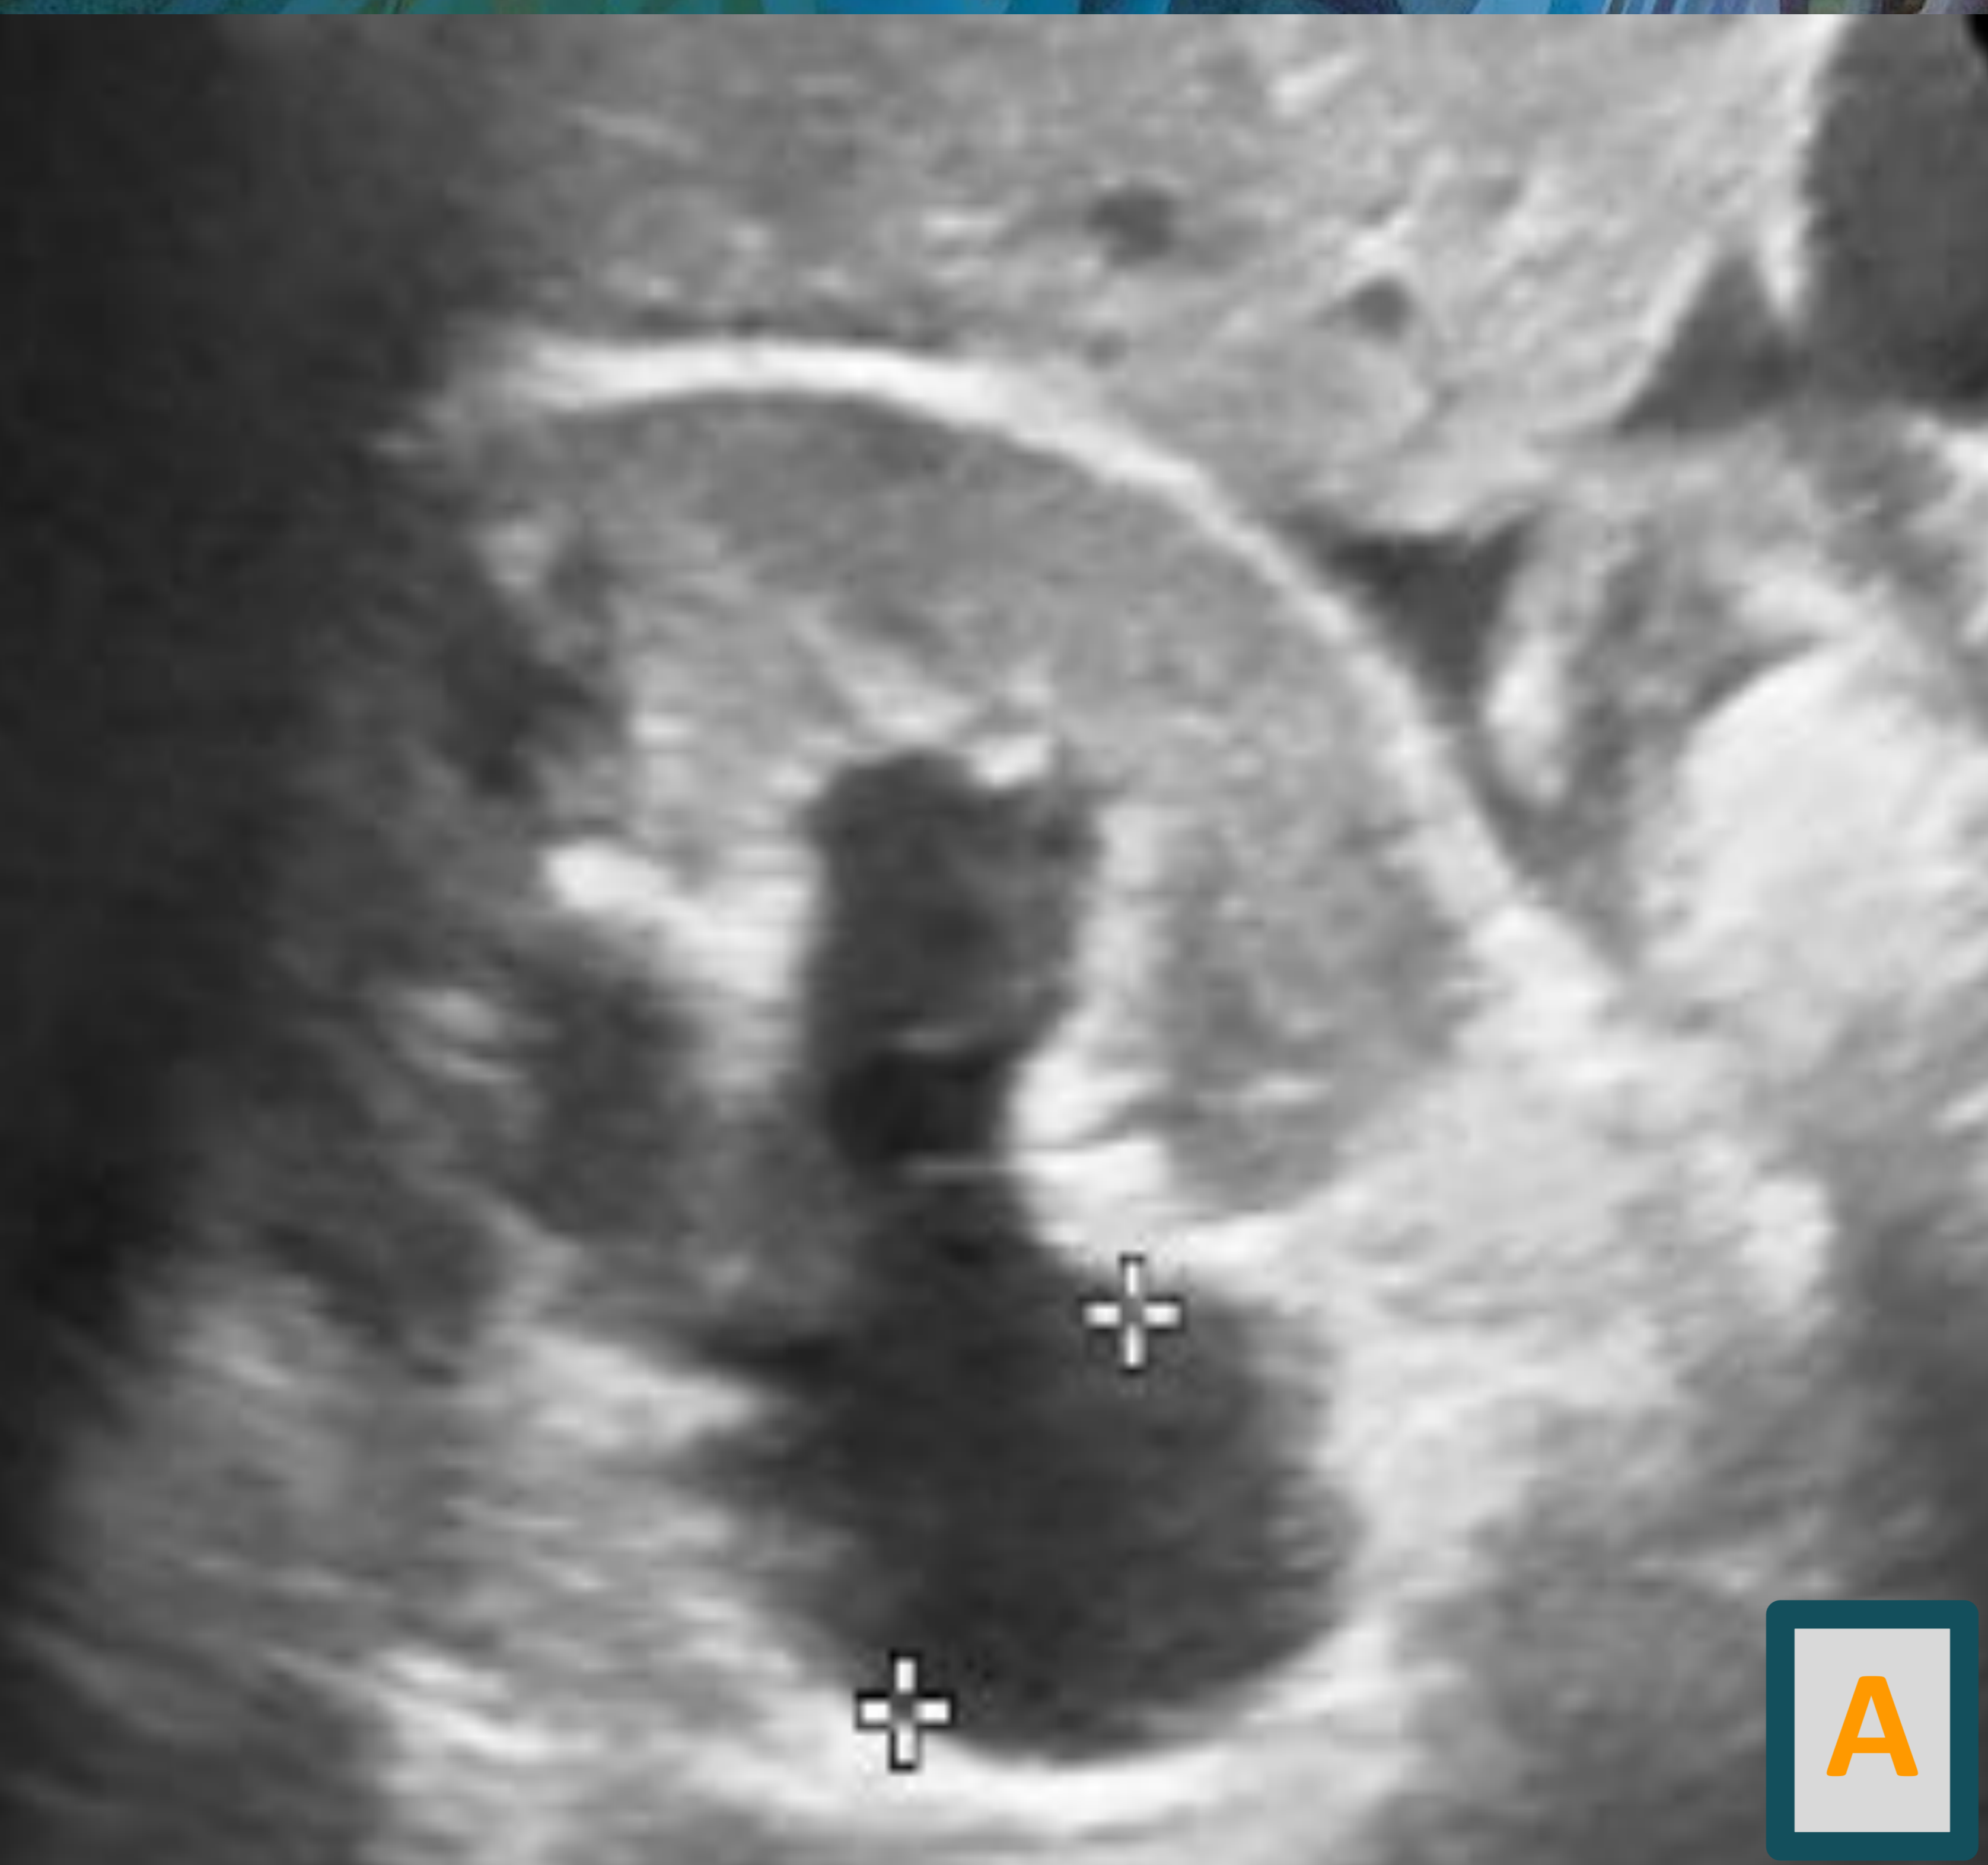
A y B: Ecografía que evidencia ectasia ureteropielocalicial bilateral y mínima cantidad de líquido libre perihepático.
